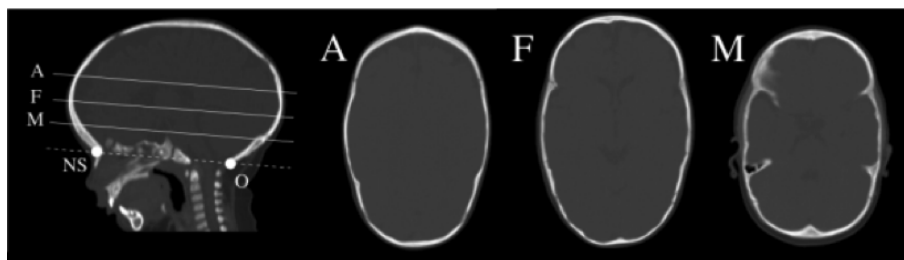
Los contornos de forma se calculan a partir de imágenes de TC calculadas en tres planos (A, F y M). Los planos son paralelos al plano que define la base del cráneo, que contiene a la recta definida por la sutura nasal (NS) y el opistion (O). El plano M está localizado en el nivel del diámetro máximo del cuarto ventrículo, el plano F está localizado a la altura de la foramina de Monro, y el plano A sobre la superficie del ventrículo lateral.
